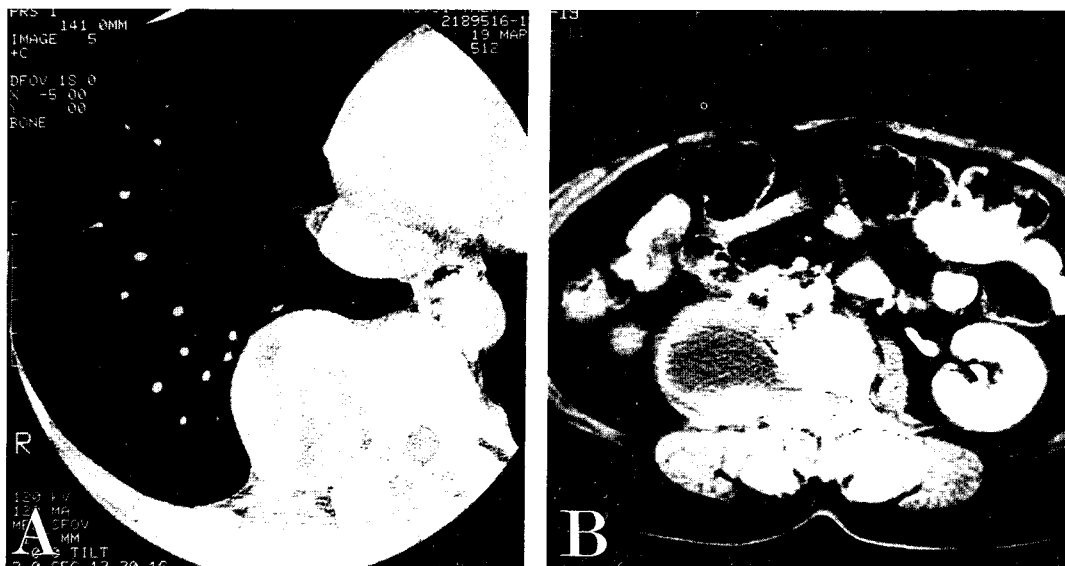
Computerized tomography. A) Case 1 showing a well defined posterior mediastinal mass with multicystic change. B) Case 2 showing an oval round mass with cystic or necrotic change and focal destruction of lumbar vertebra.
